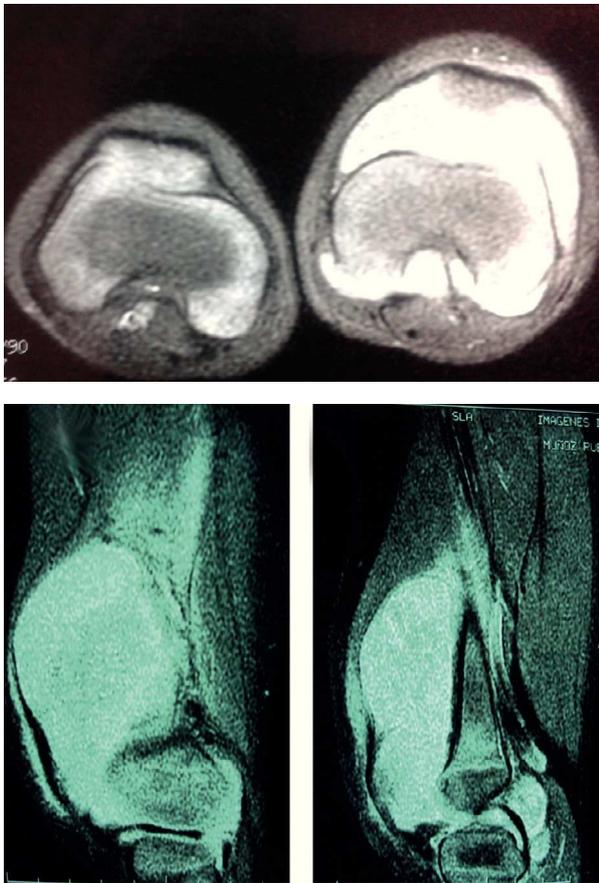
La resonancia magnética muestra lesión quística en la bursa suprapatelar que afecta a la articulación patelofemoral y femorotibial, no infiltrante a estructuras óseas o de tejidos blandos. El radiólogo informa de sarcoma sinovial, sinovitis y condromatosis de la rodilla.
